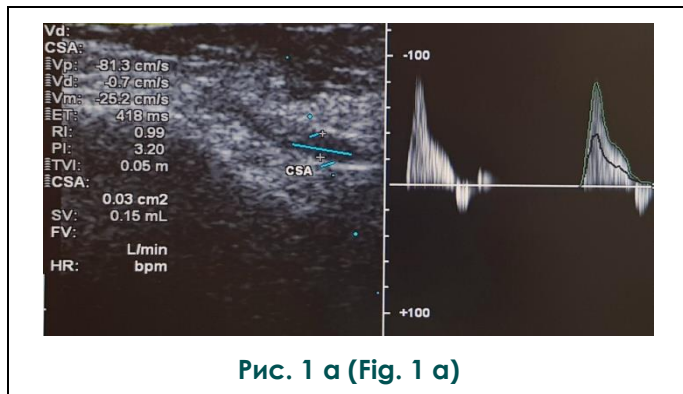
УЗИ, продольное сканирование.
